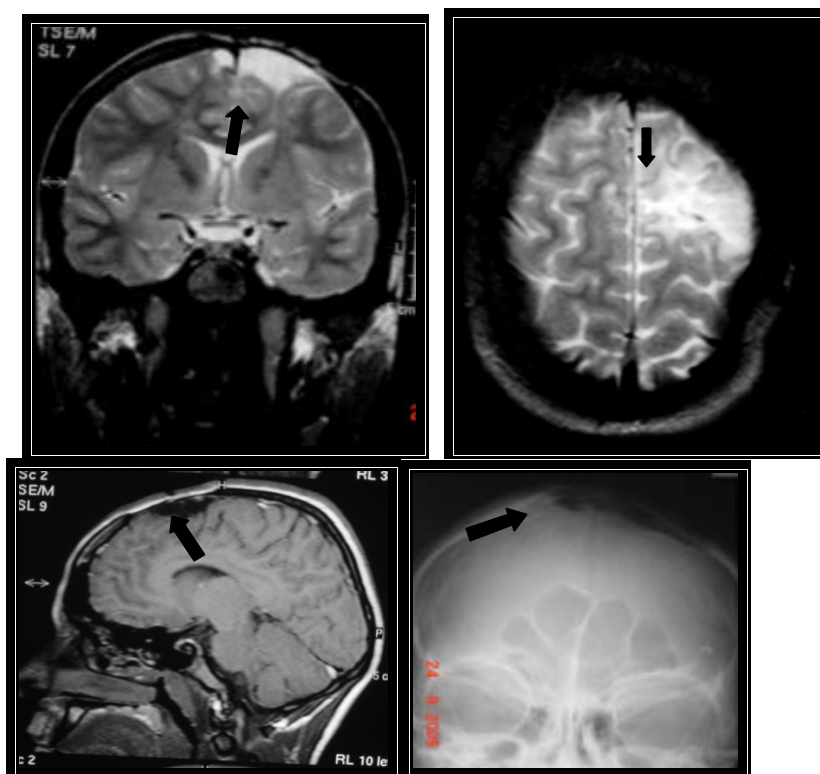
RM e Radiografia do crânio do paciente 32. Coronal e axial TSE T2 e sagital SE T1. Sinais de abordagem cirúrgica, atrofia e encefalomalácia frontal esquerda (setas). História de TCE .
